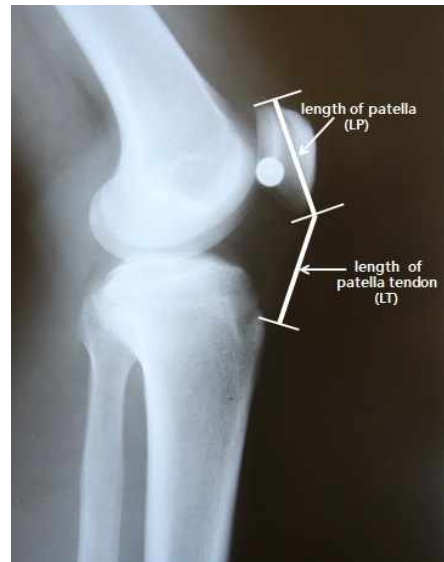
Radiographic measurement.
